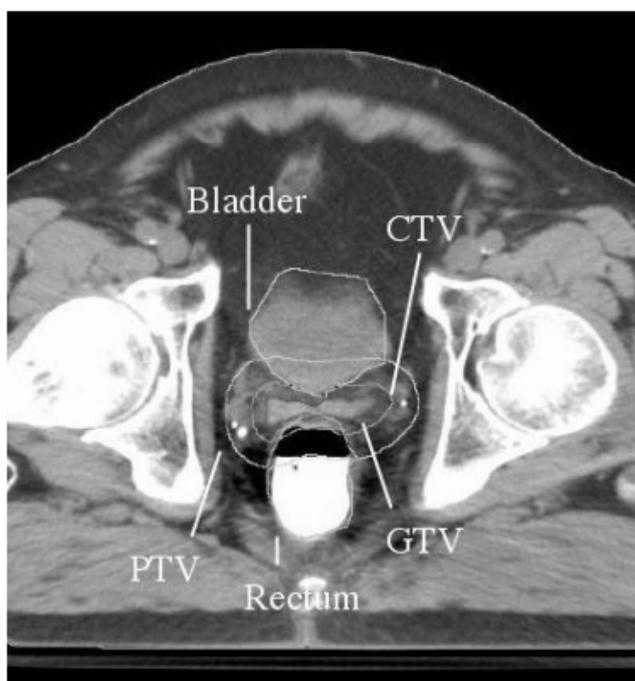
Контуры GTV, CTV, PTV и органов риска (Bladder – мочевой пузырь и Rectum – прямая кишка) на срезе от КТ при планировании облучения простаты [12, с. 248]
